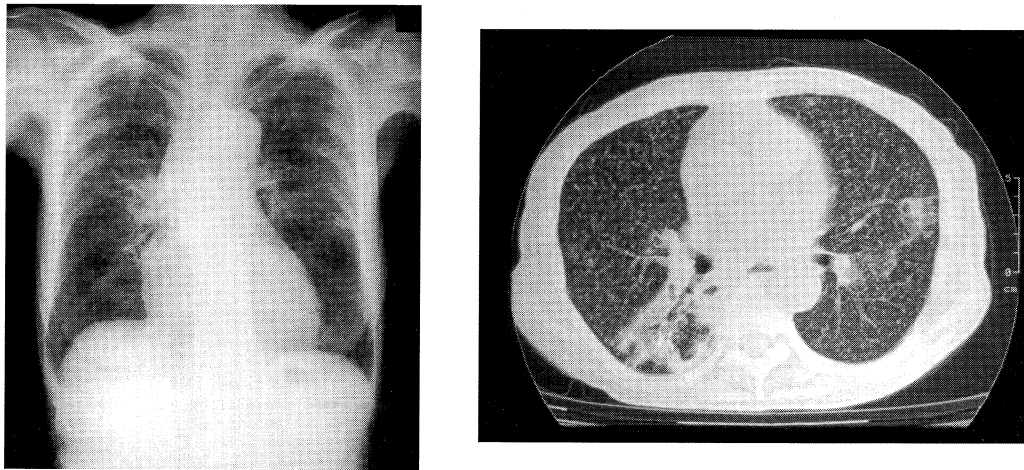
Chest X ray and computed tomography on admission, showing disseminated miliary shadows in both lung fields and patchy infiltration in right S⁶.
